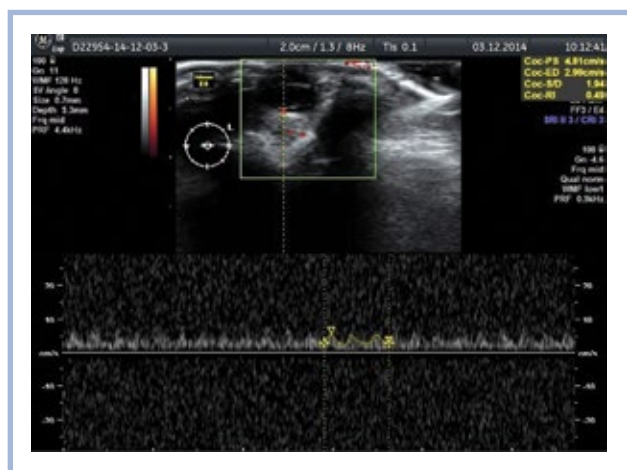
СДСЧ кровотока в ЦАС у животного 2-й группы через 3 дня после моделирования ишемии-реперфузии сетчатки ($V_{syst} = 4,81$ см/с; $V_{diast} = 2,99$ см/с).
